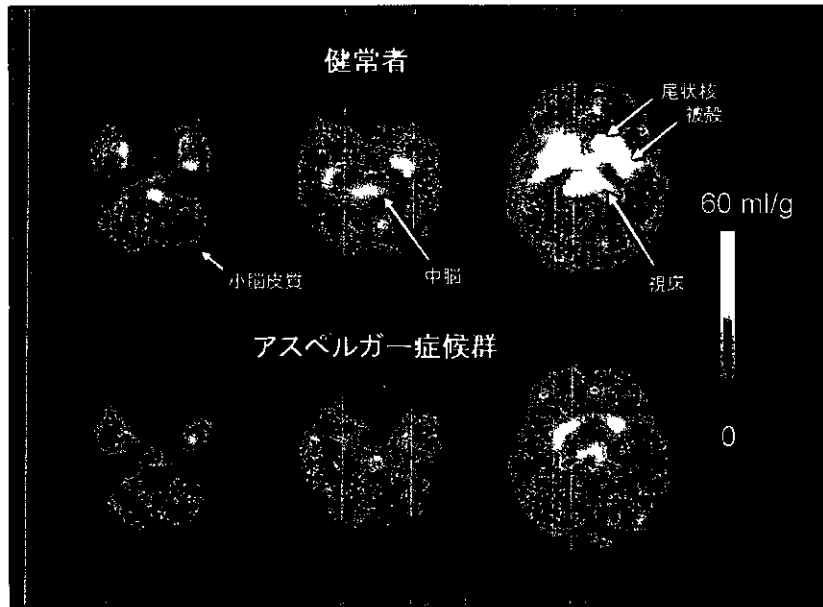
トパミン トランスポーターを標識したPET画像
